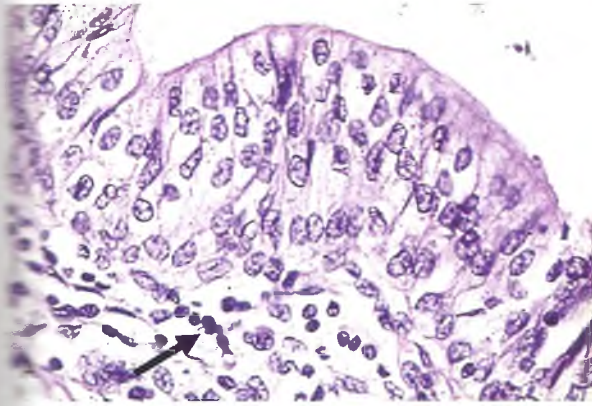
A. Numerosos linfocitos infiltran la lámina propia y el urotelio de la mucosa de una vejiga inflamada (cistitis) (flecha); HE, 200×. B. Imagen ultraestructural de un linfocito en el TC laxo, con escasos gránulos en su citoplasma (flecha); 4000×.
